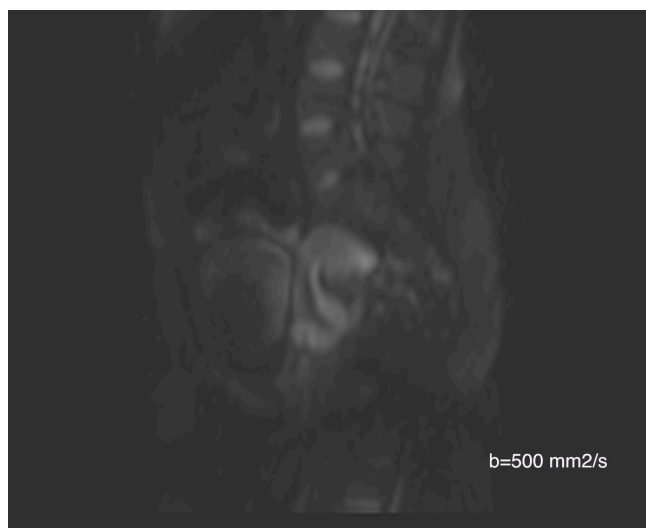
paziente di 27 anni con carcinoma della cervice. Sequenze DWI con $b=0$, 500 e 1000 mm^2/s (A,B,C)
